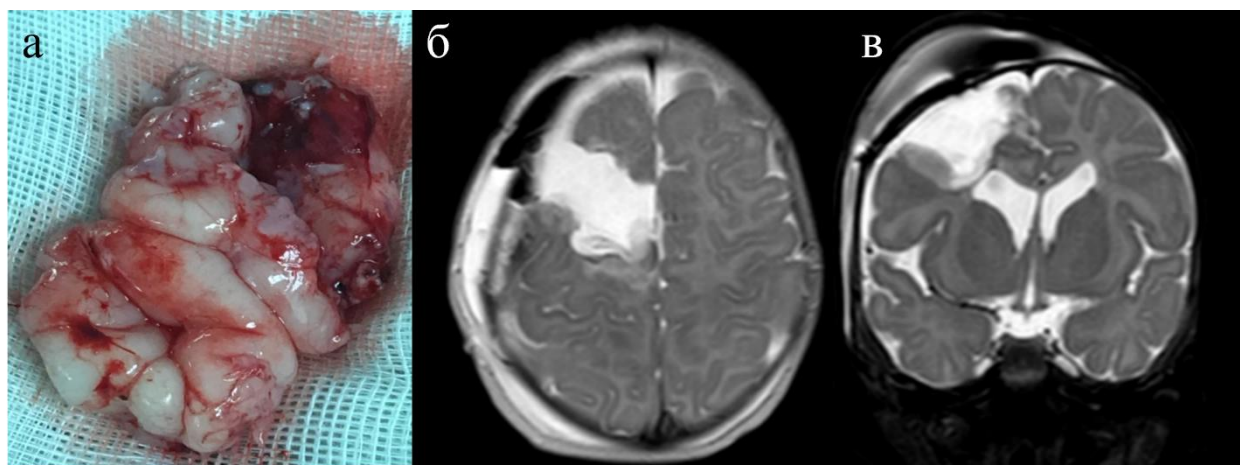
Туберэктомия с резекцией перитуберальной ткани: (а) макроскопический вид удаленной ткани; (б, в) МРТ контроль после операции [собственное наблюдение]
